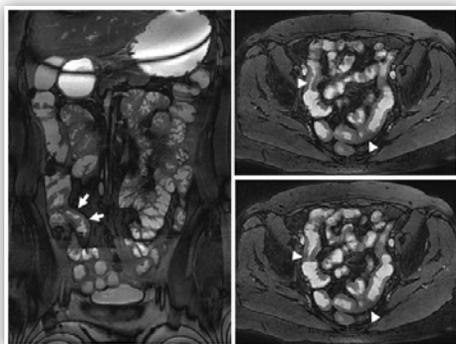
La enterorresonancia permite valorar las lesiones lumenales y extraluminales, así como valorar la actividad inflamatoria. En esta paciente con una enfermedad de Crohn de localización ileal se observa un engrosamiento mucoso concéntrico, con hipercaptación de Gadolinio, en ileon terminal (flechas), así como afectación de dos segmentos cortos de ileon, con engrosamiento mucoso que condiciona ligera estenosis de la luz. Cortesía del Dr. Jordi Aldomá. Centro de Diagnóstico por Imagen (CDI). Huesca.
